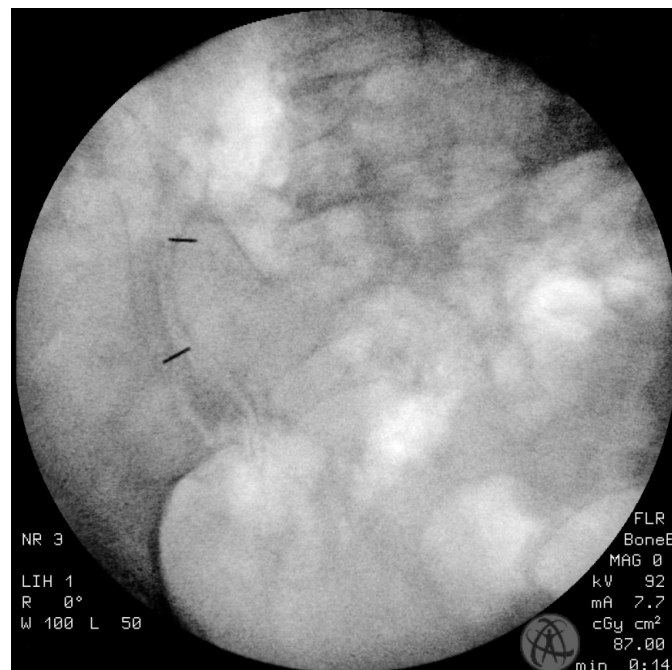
Diagnostische röntgengestützte intraartikuläre ISG-Infiltration (Paracelsus-Klinik Schöneck)
